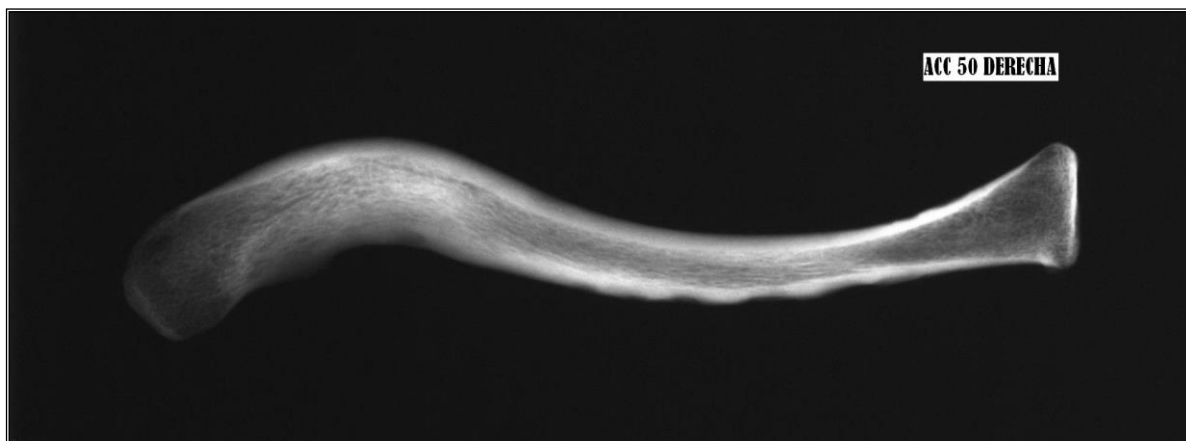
Radiografía de clavícula derecha. Mujer de 33 años.
